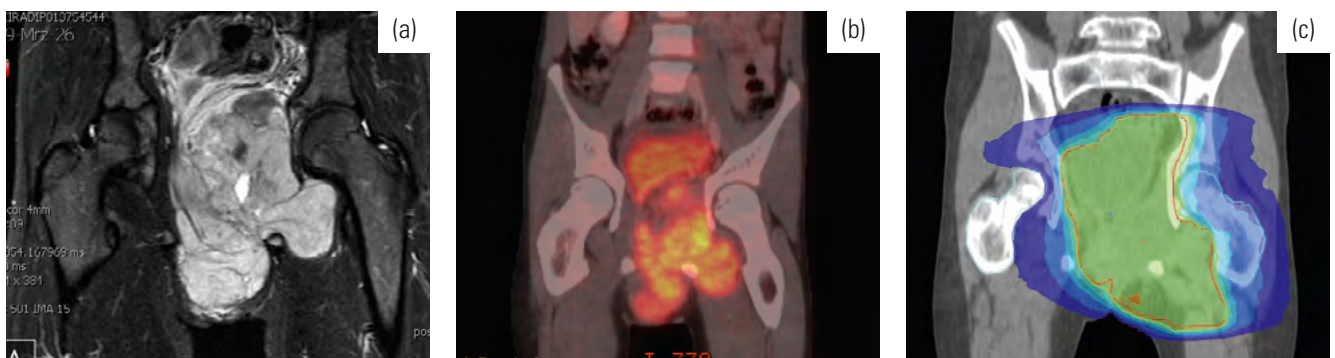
a-c: Klinischer Fall: alveoläres Rhabdomyosarkom des kleinen Beckens links, (a) diagnostisches MRT; (b) diagnostisches CT; (c) Strahlentherapieplan in VMAT-Technik
